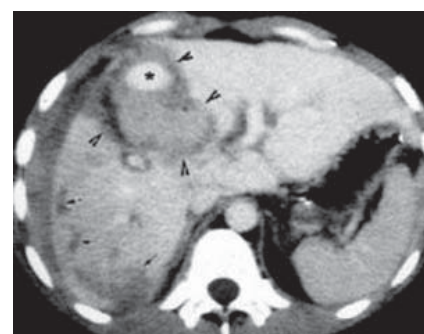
Dilacerare hepatică. Secțiune CT.
